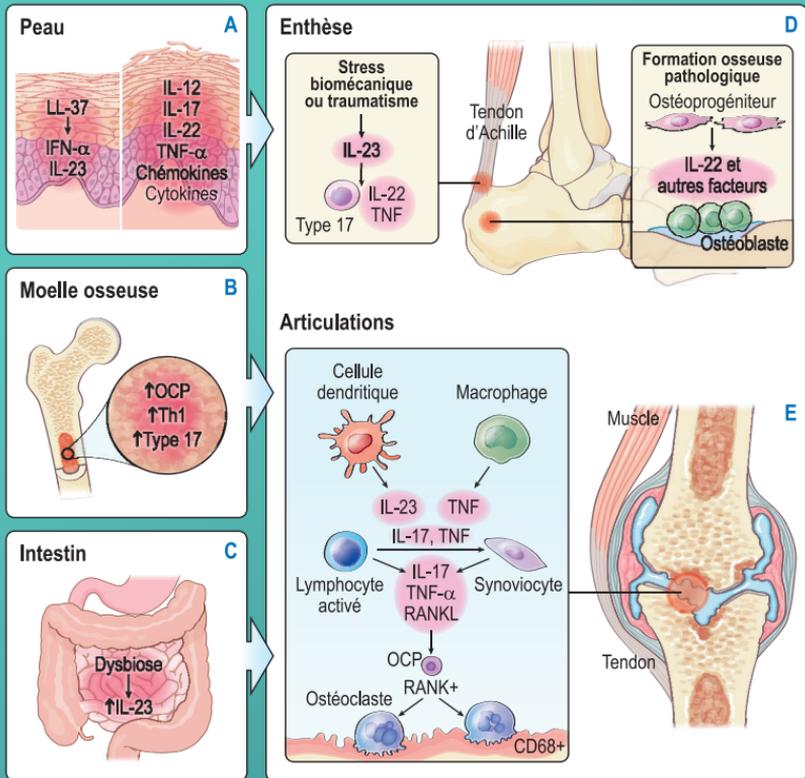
Voie de signalisation physiopathogénique dans le rhumatisme psoriasique (adapté de Ritchlin CT et al. *N Engl J Med* 2017 ; 376 : 957-70).
